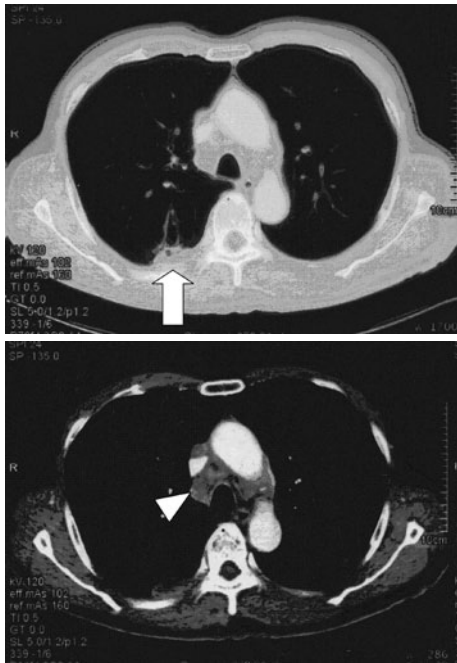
A chest CT image on admission shows a mass shadow at his left upper lobe (arrow) and mediastinal lymph nodes (arrowhead).
